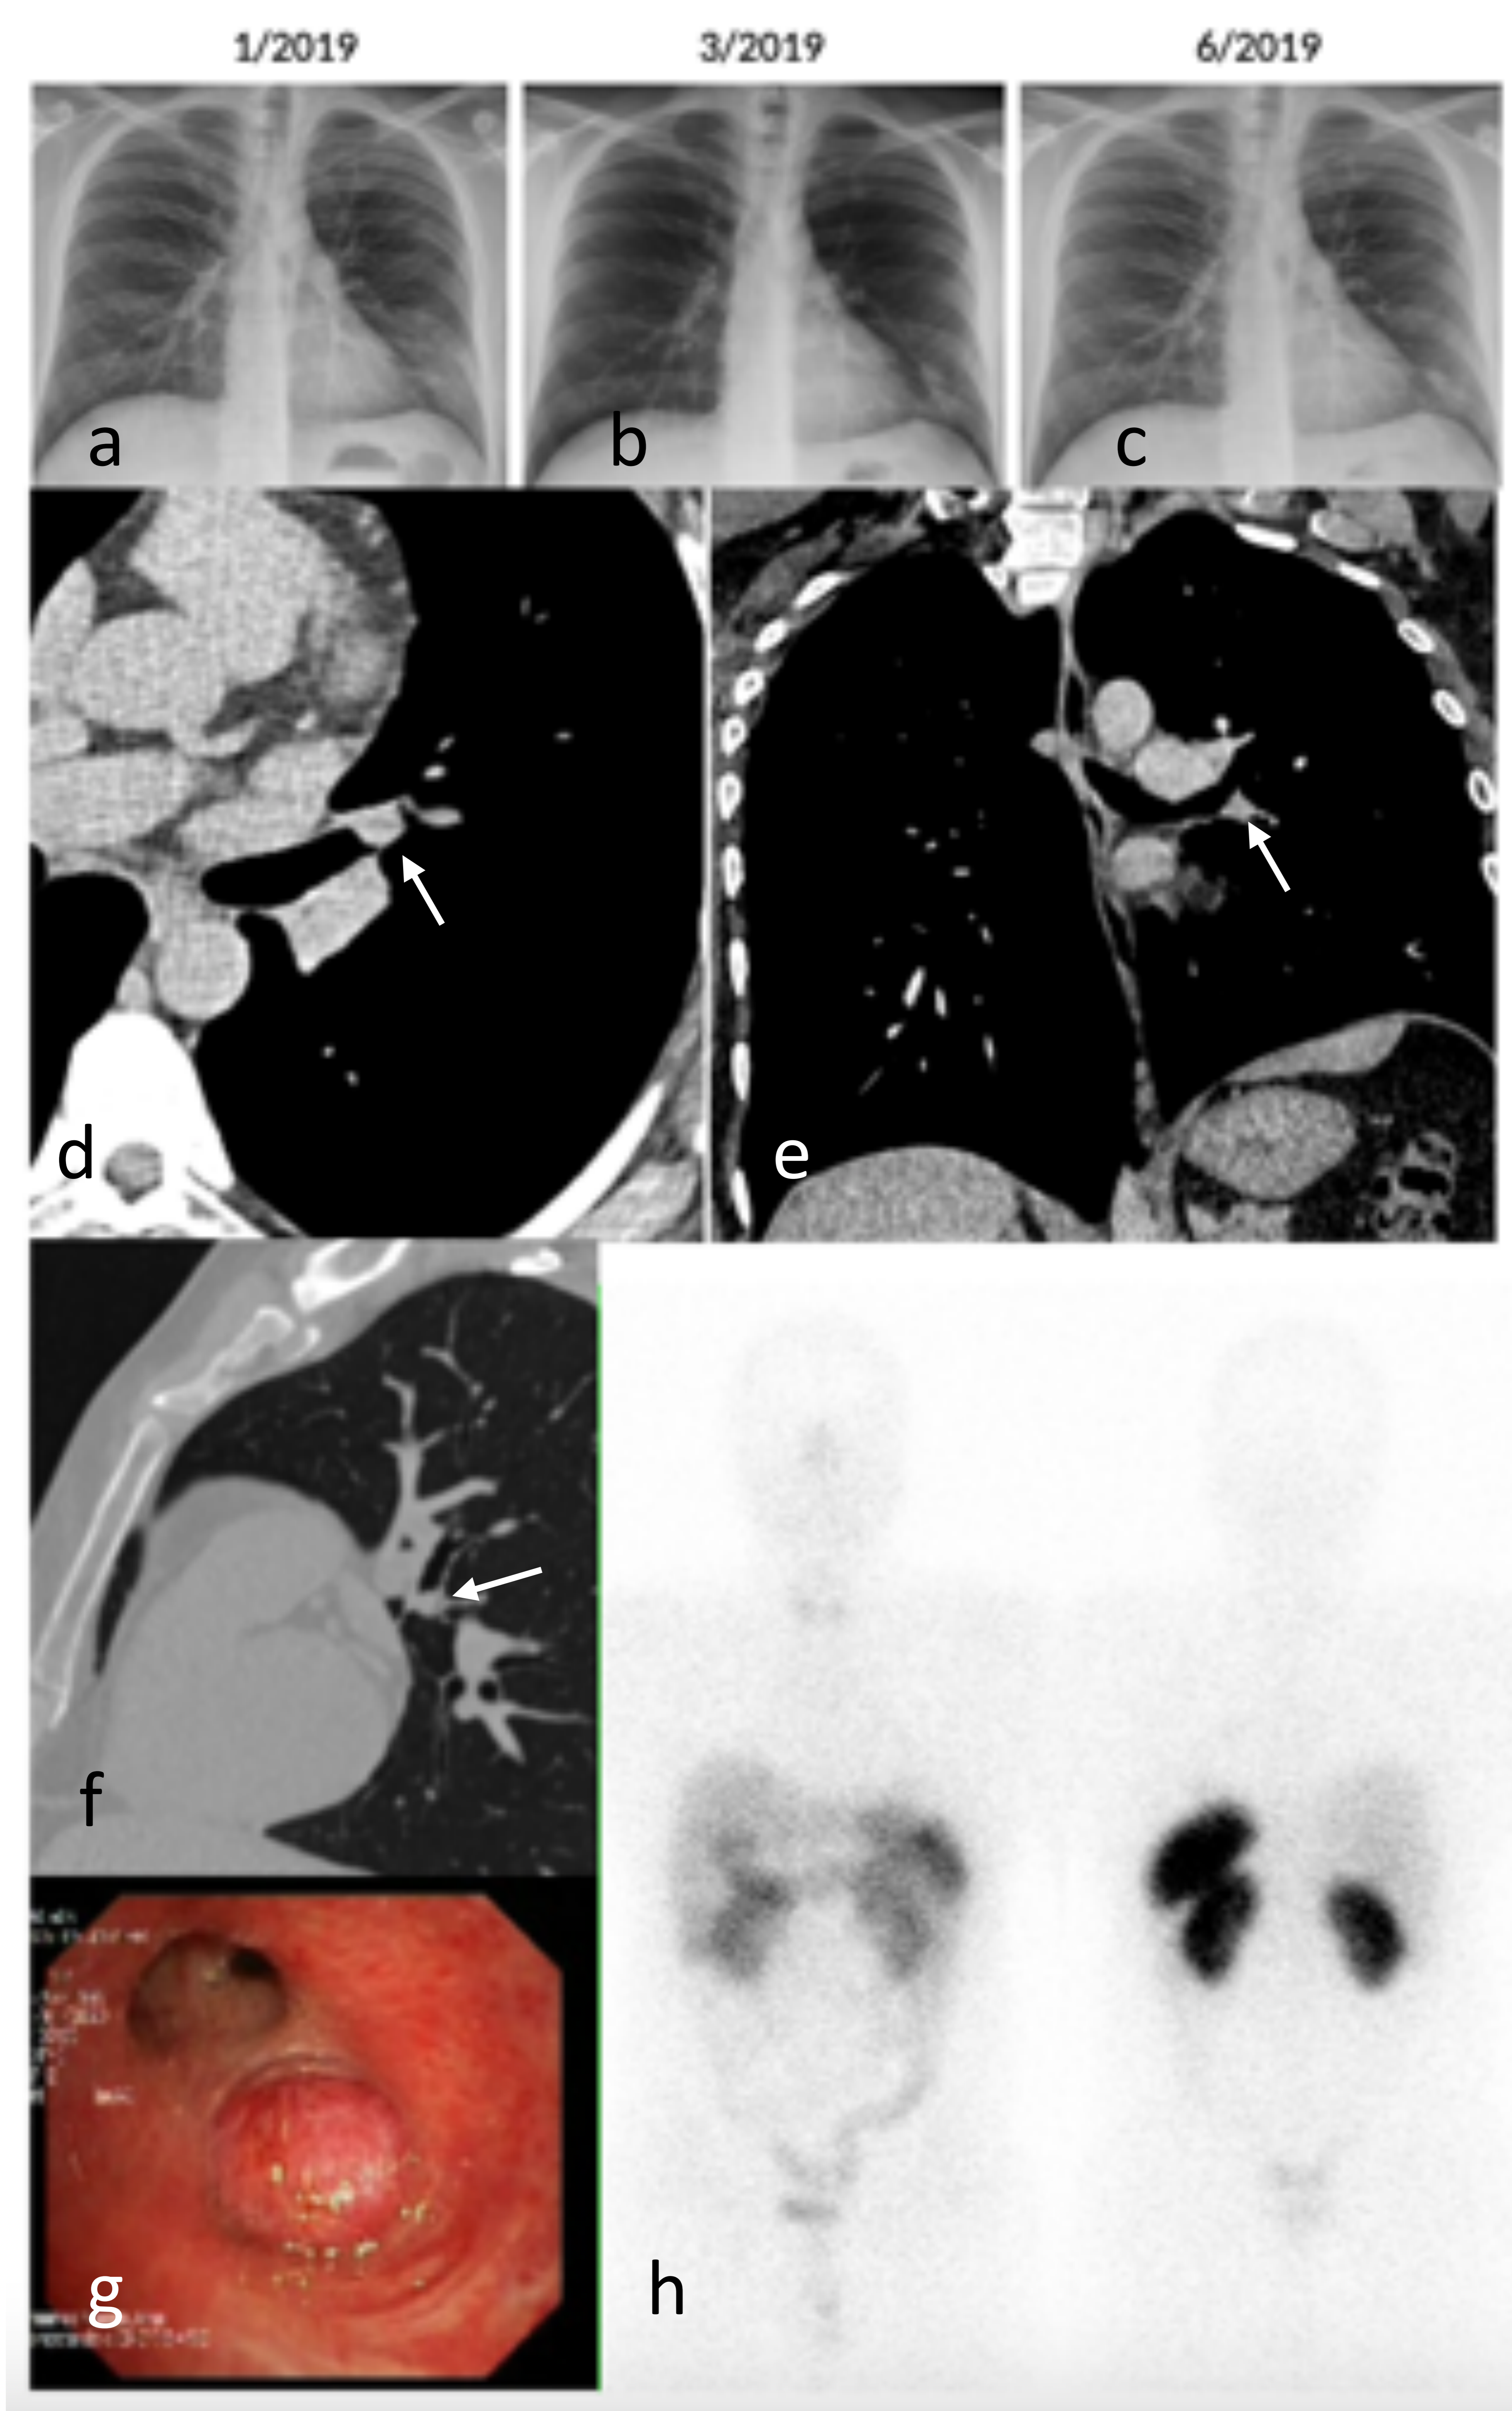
mismo caso de la figura 3. Cuadro clínico compatible con neumonía en LII, con persistencia de área de consolidación en sucesivas radiografías (a-c) durante los 5 meses siguientes al inicio del cuadro a pesar de tratamiento antibiótico. TC realizado en 6/2019 con ventana de partes blandas, corte axial (d), coronal (e) y ventana de pulmón, corte sagital (f) que muestran un nódulo endobronquial (flechas) de bordes lisos en el origen del bronquio intermediario. Anatomía patológica: tumor carcinoide típico. Broncoscopia (g) que muestra un nódulo endobronquial que oblitera la luz en el origen del bronquio intermediario izquierdo. El octreoscan (h) no mostró captación del nódulo ni lesiones a distancia.
